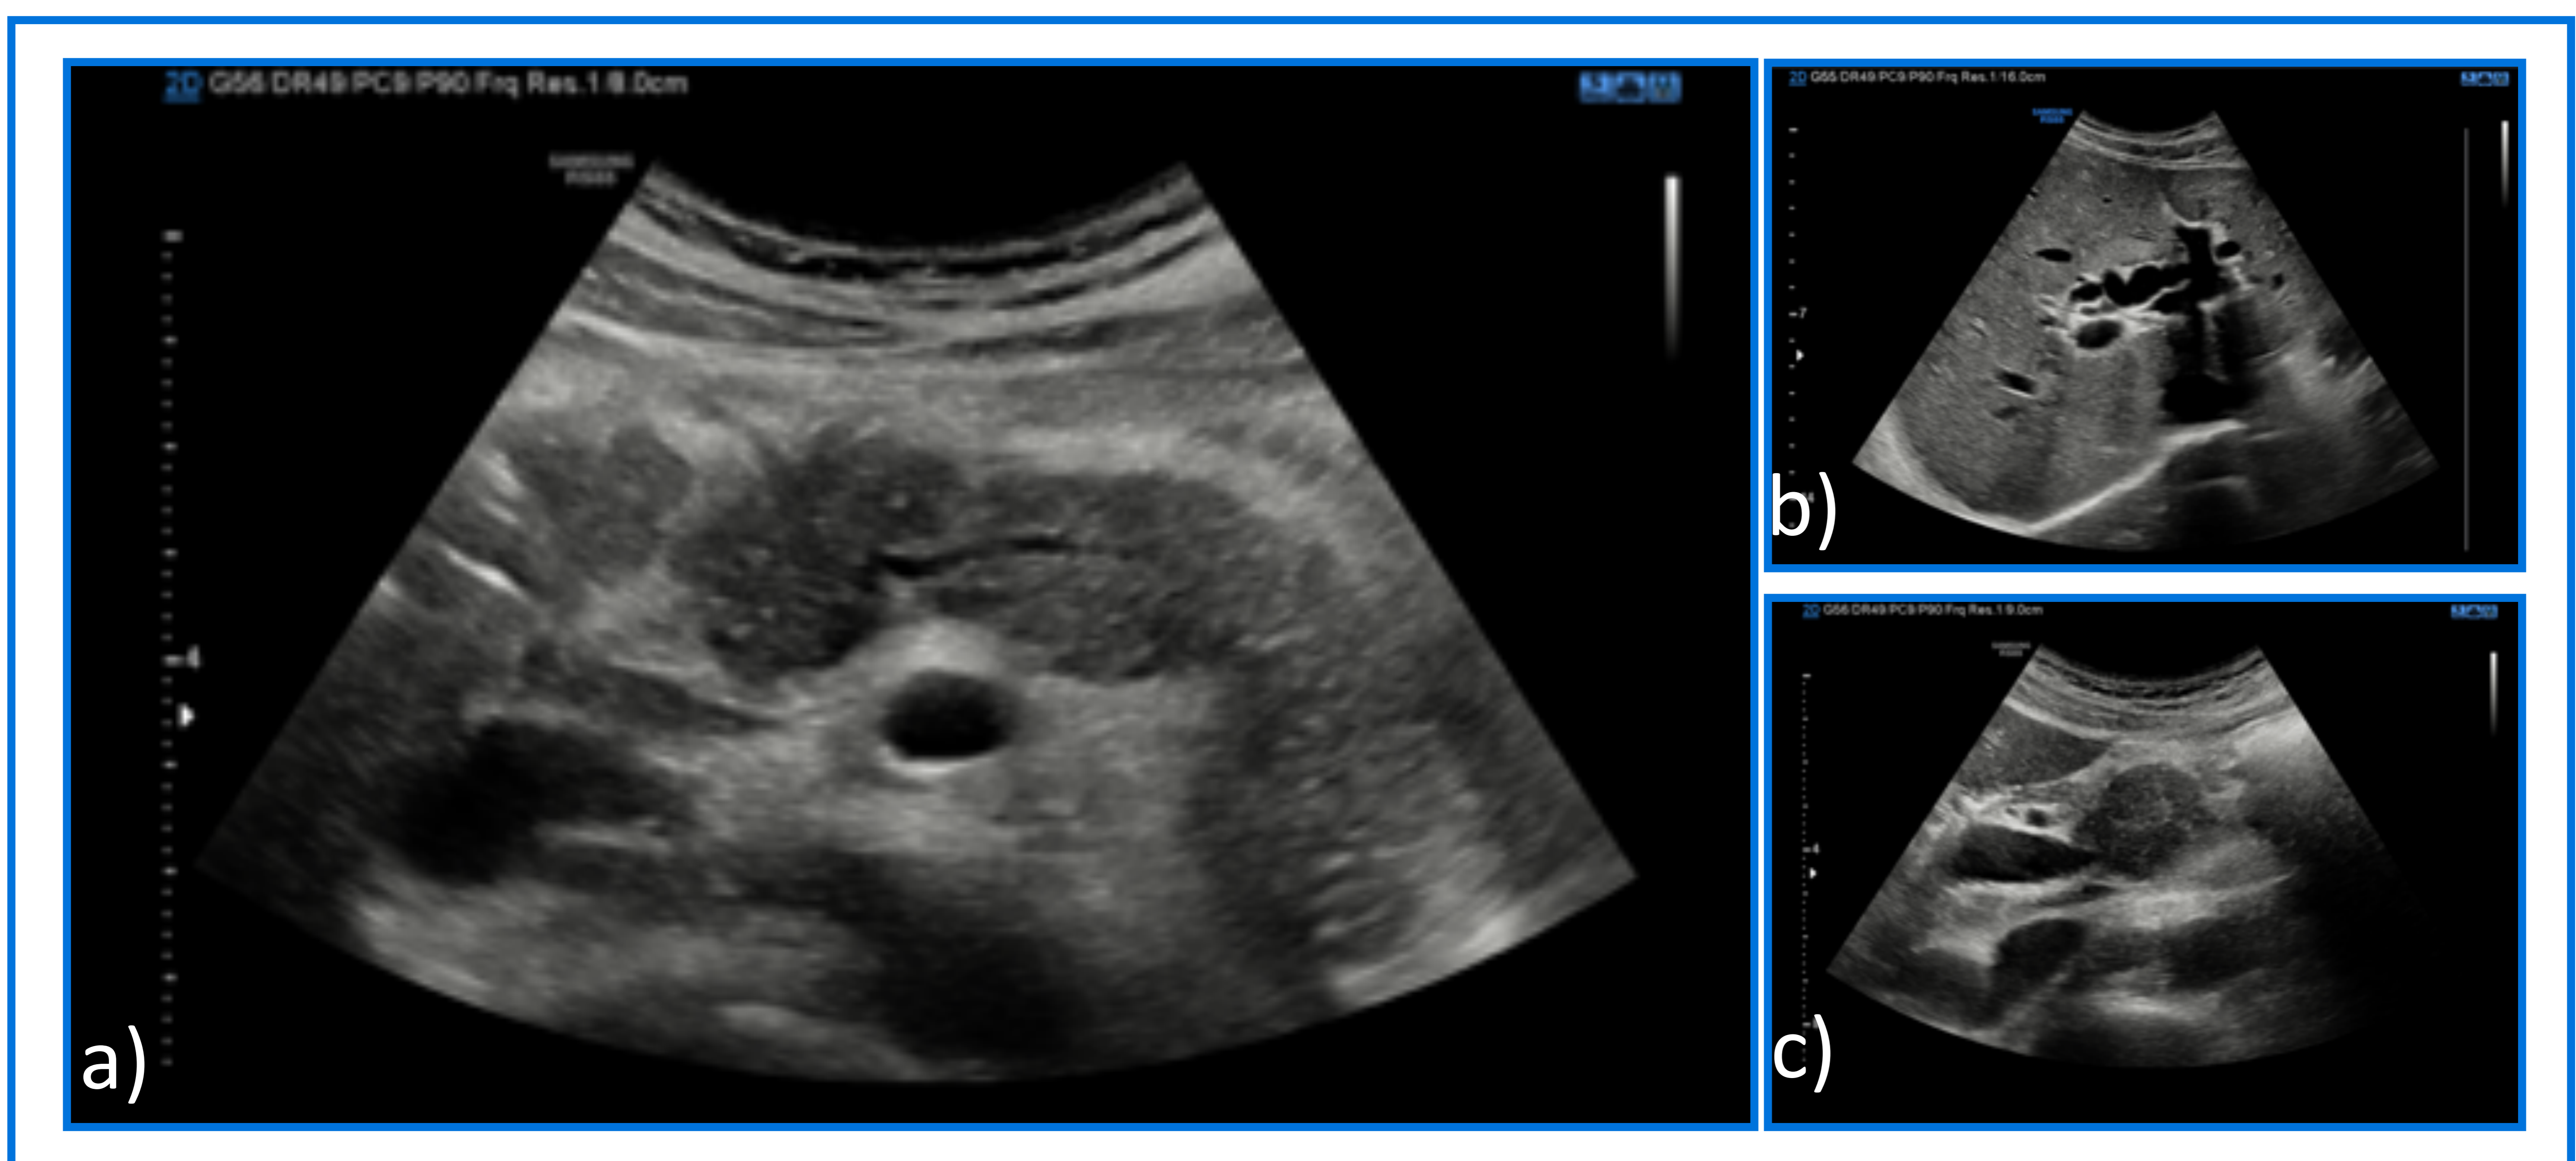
Forma difusa de PAI. Varón de 35 años de edad que acude al servicio de urgencias por un cuadro de dolor abdominal de 10 días de evolución, e ictericia en la exploración física. El primer estudio que se llevo a cabo fue una ecografía abdominal que mostraba una glándula pancreática difusamente aumentada, sin líquido libre peri-pancreático ni dilatación del conducto pancreático principal (a). Asociaba además marcada dilatación de la vía biliar intra-hepática (b) y del colédoco (c).
